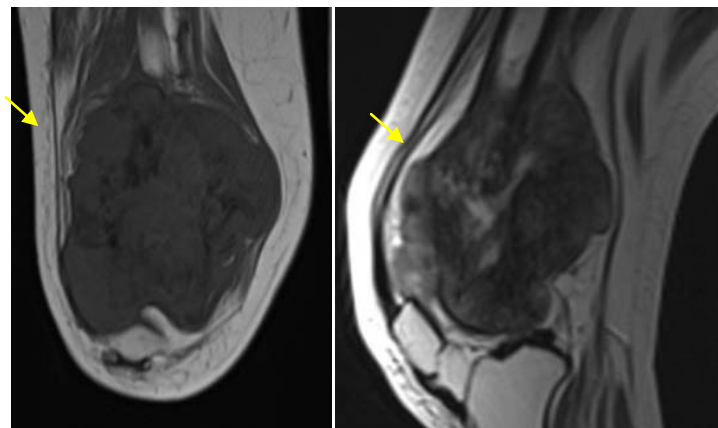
IRM de la cuisse gauche en séquences pondérés T1 et T2 coronales: ostéosarcome du fémur chez un homme de 50 ans en signal hétérogène en hypo signal T1 et hyper signal T2.
